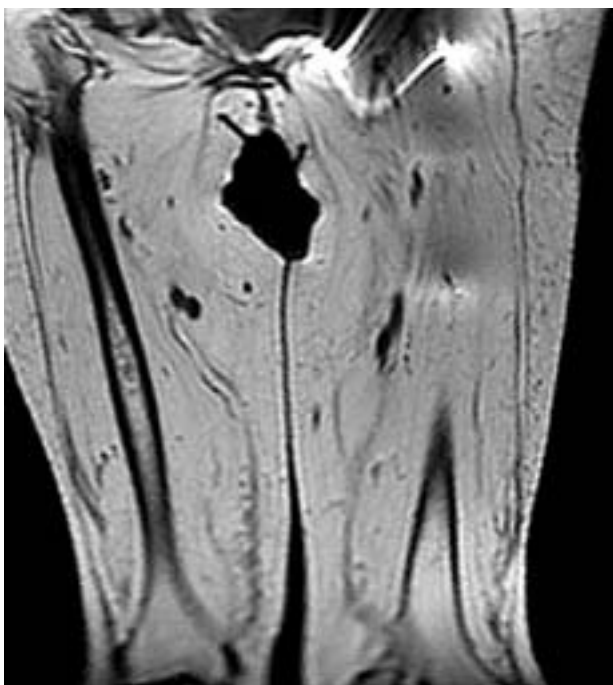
⁽³⁴⁾ - Miopatia sarcoidótica crônica. RMN, mostrando miopatia inespecífica (extensa substituição gordurosa), com diagnóstico comprovado por biópsia.
